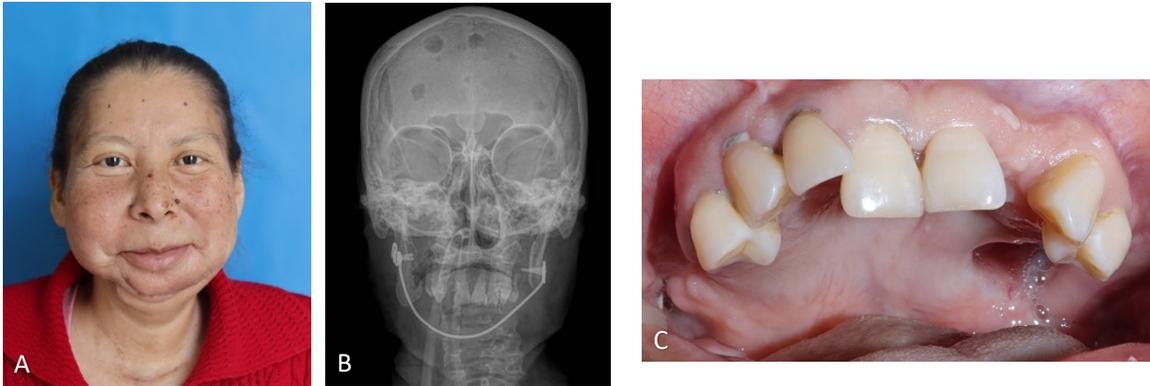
A) Fotografía clínica posoperatoria de 2 semanas, B) Radiografía postero anterior de control, C) Fotografía intraoral de control.
